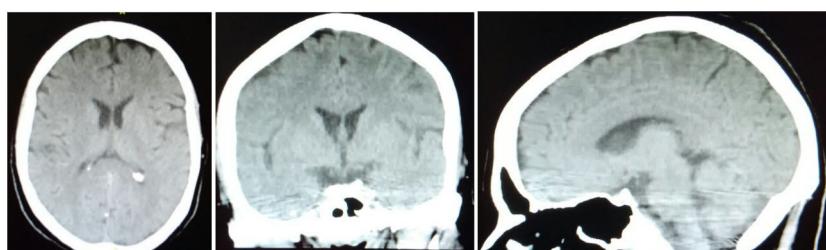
Tomografía computarizada craneal simple sin evidencia de lesiones intraparenquimatosas. Se considera dentro de los límites normales.
